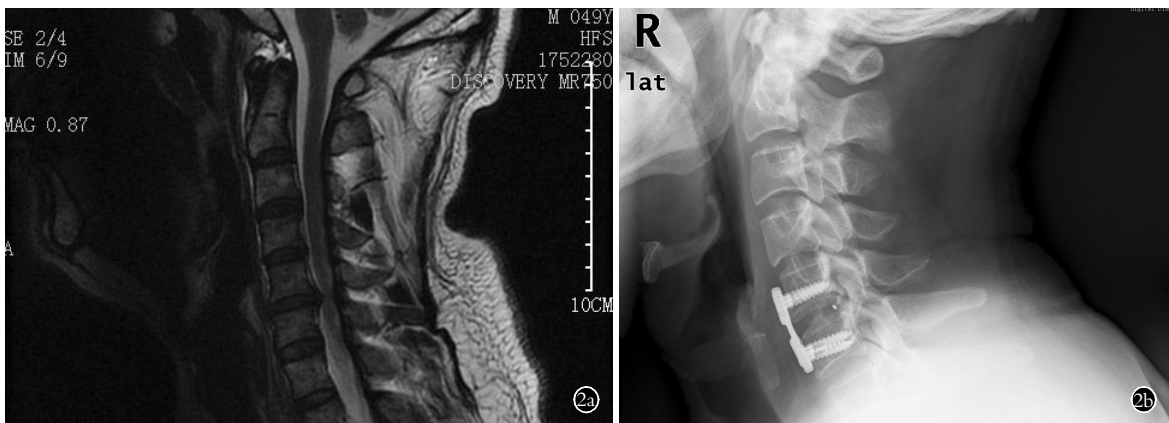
男,49 岁,左上肢疼痛 2 周 2a. 术前 MRI 检查示 C_{5,6} 椎间盘突出 2b. 颈椎间盘摘除融合术后 1 个月 X 线片
